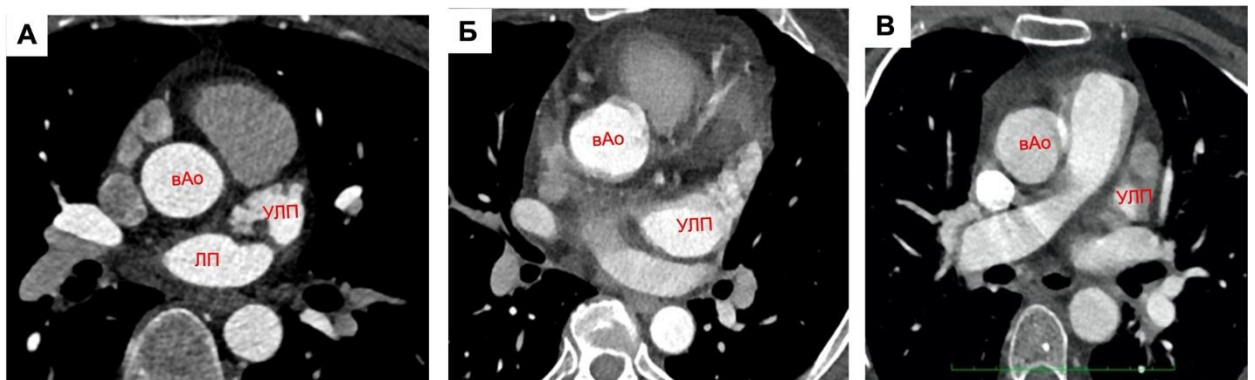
МСКТ-АГ, аксиальный срез, артериальная фаза. Оценка качества изображений на уровне УЛП: А - 0 отличное (границы ушка четко определены); Б - 1 - нормальное (четкость границ ушка частично размыты, но определяются / оценке изображений почти не мешают); В - 2 - плохое (границы ушка заметно размыты и / или трудно определить / оценка изображений не возможна).
